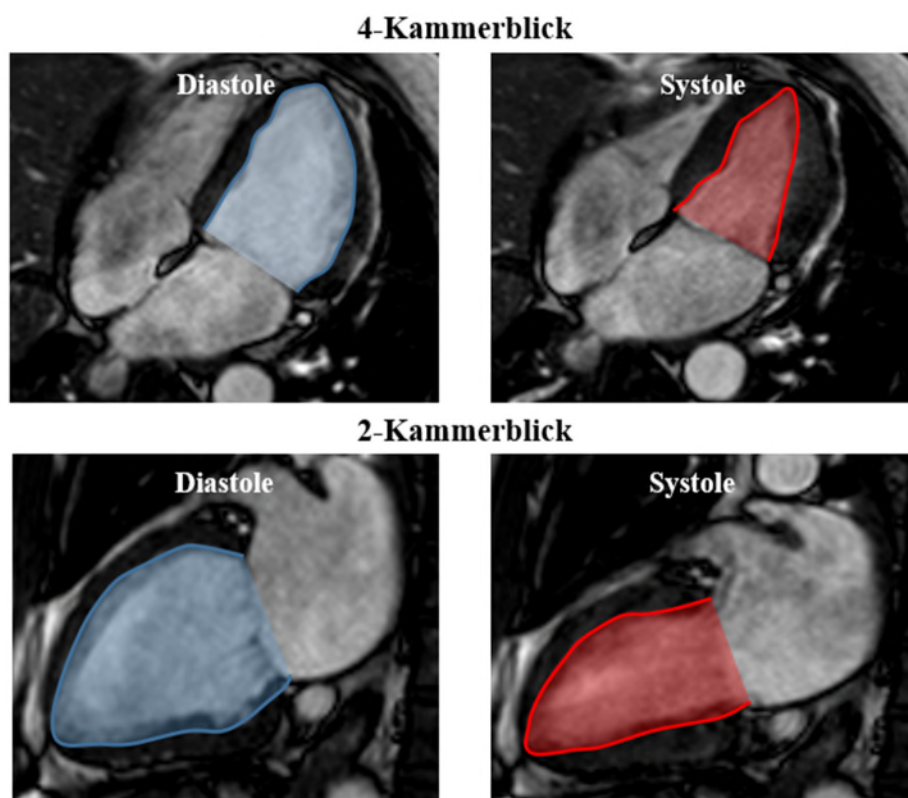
Bestimmung der LV-Funktion mittels kardialer Magnetresonanztomographie. Darstellung eines 4-Kammer sowie 2-Kammer Schnittes in End-Diastole (blau) und –Systole (rot)
